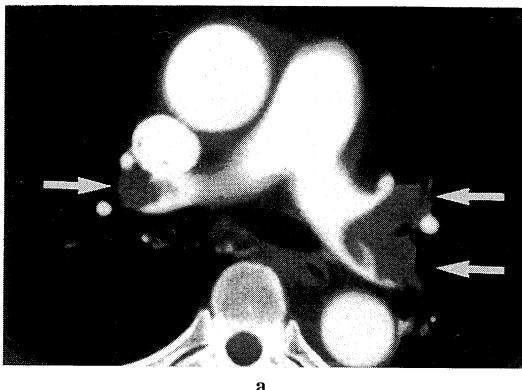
Chest computed tomogram (CT).
